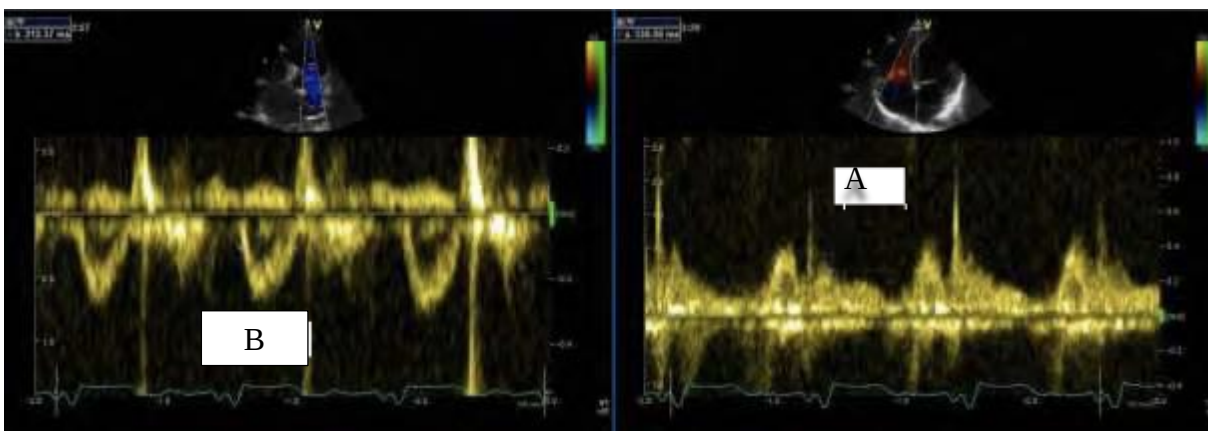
Image échographique recherchant l'index de performance myocardique
